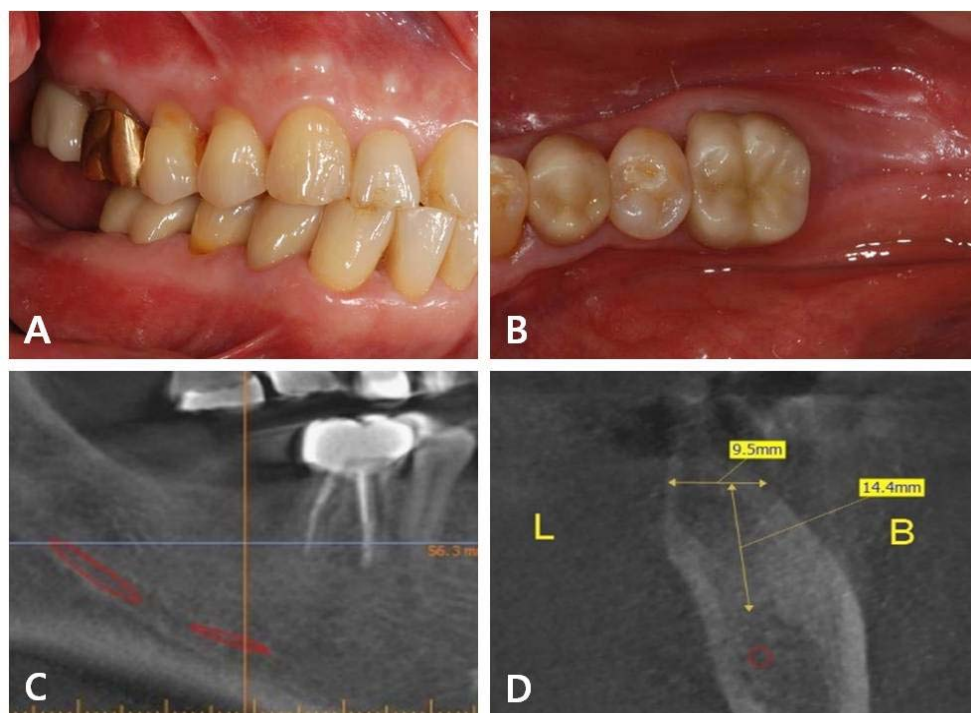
Five months after extraction on right second molar (A, B) intraoral photographs, (C, D) computed tomography.
